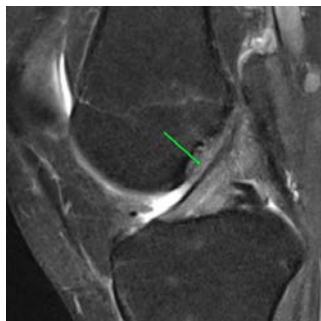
МРТ коленного сустава в косо́й сагиттальной плоскости в PD FS-взвешенности. Стрелкой указана передняя крестообразная связка на всем протяжении длины
